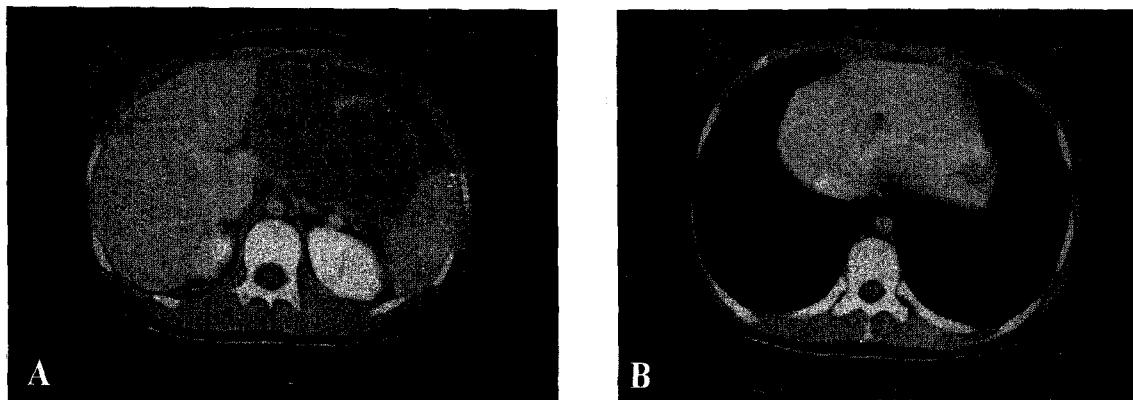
CT scan shows (A) a huge heterogenous mass (about 12 cm in diameter) in the pancreatic body and tail, (B) The left lobe of the liver contained 1 cm-sized low attenuated lesion that was interpreted as metastasis (arrow)
